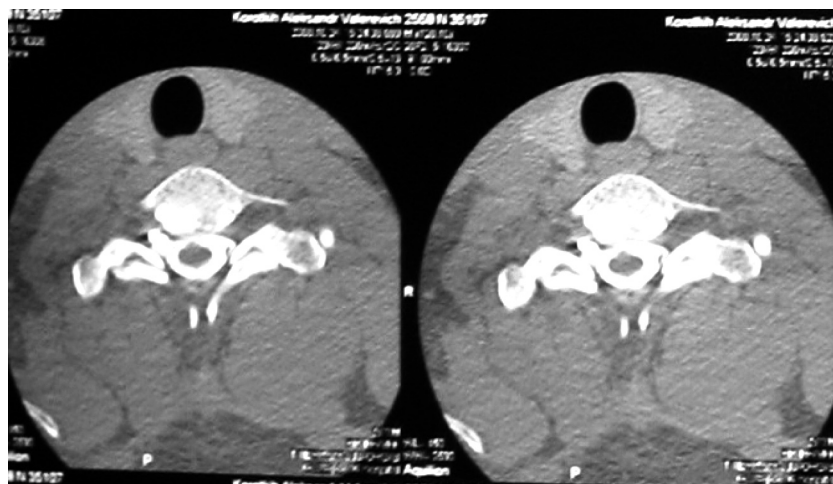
КТ-миелография. Видно «менингоцеле» на уровне C_{4-5} , C_{5-6} межпозвонковых отверстий и отсутствие корешков справа
